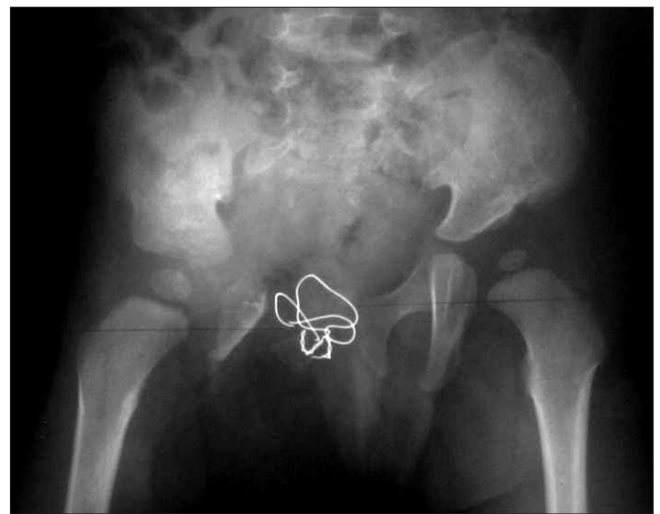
Plain radiograph taken at two years following accessory lower limb disarticulation and reconstruction of the pelvic bone. The wires were used to fixate both ischial bones, forming new symphysis pubis.
